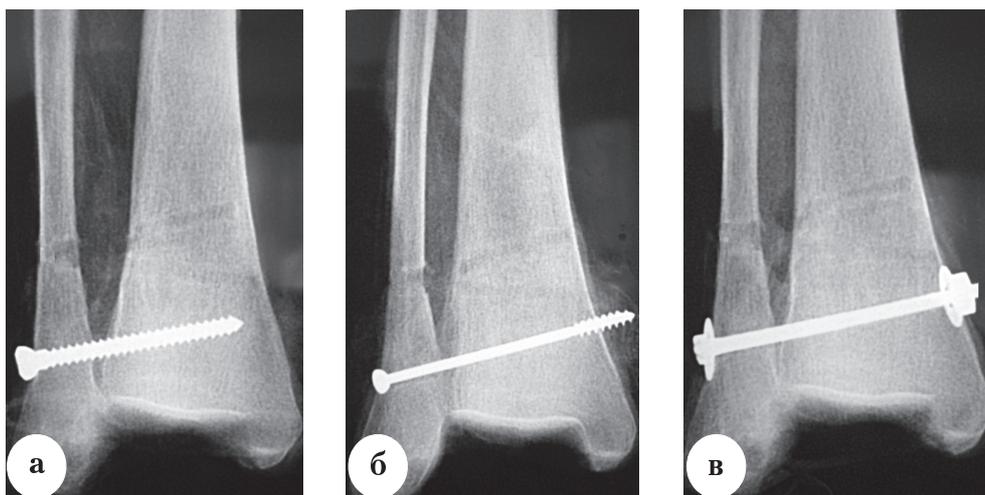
Рентгенограммы голеностопных суставов биоманекенов: а – фиксация дистального межберцового синдесмоза винтом, проведенным через 3 кортикальных слоя; б – через 4 кортикальных слоя; в – фиксация болтом-стяжкой
